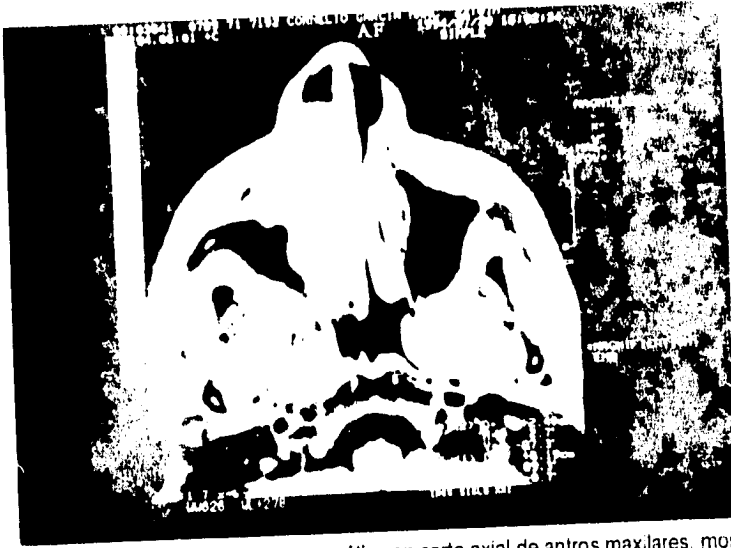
Imagen de resonancia magnética en corte axial de antros maxilares, mostrando la lesión.
